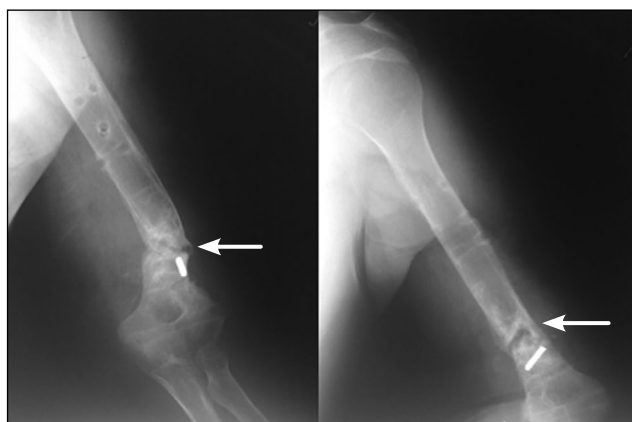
Рентгенограммы пациента П., 42 года. Диагноз: «Ложный сустав дистальной трети диафиза левой плечевой кости. Состояние после многократных оперативных вмешательств» (обозначено стрелками).
